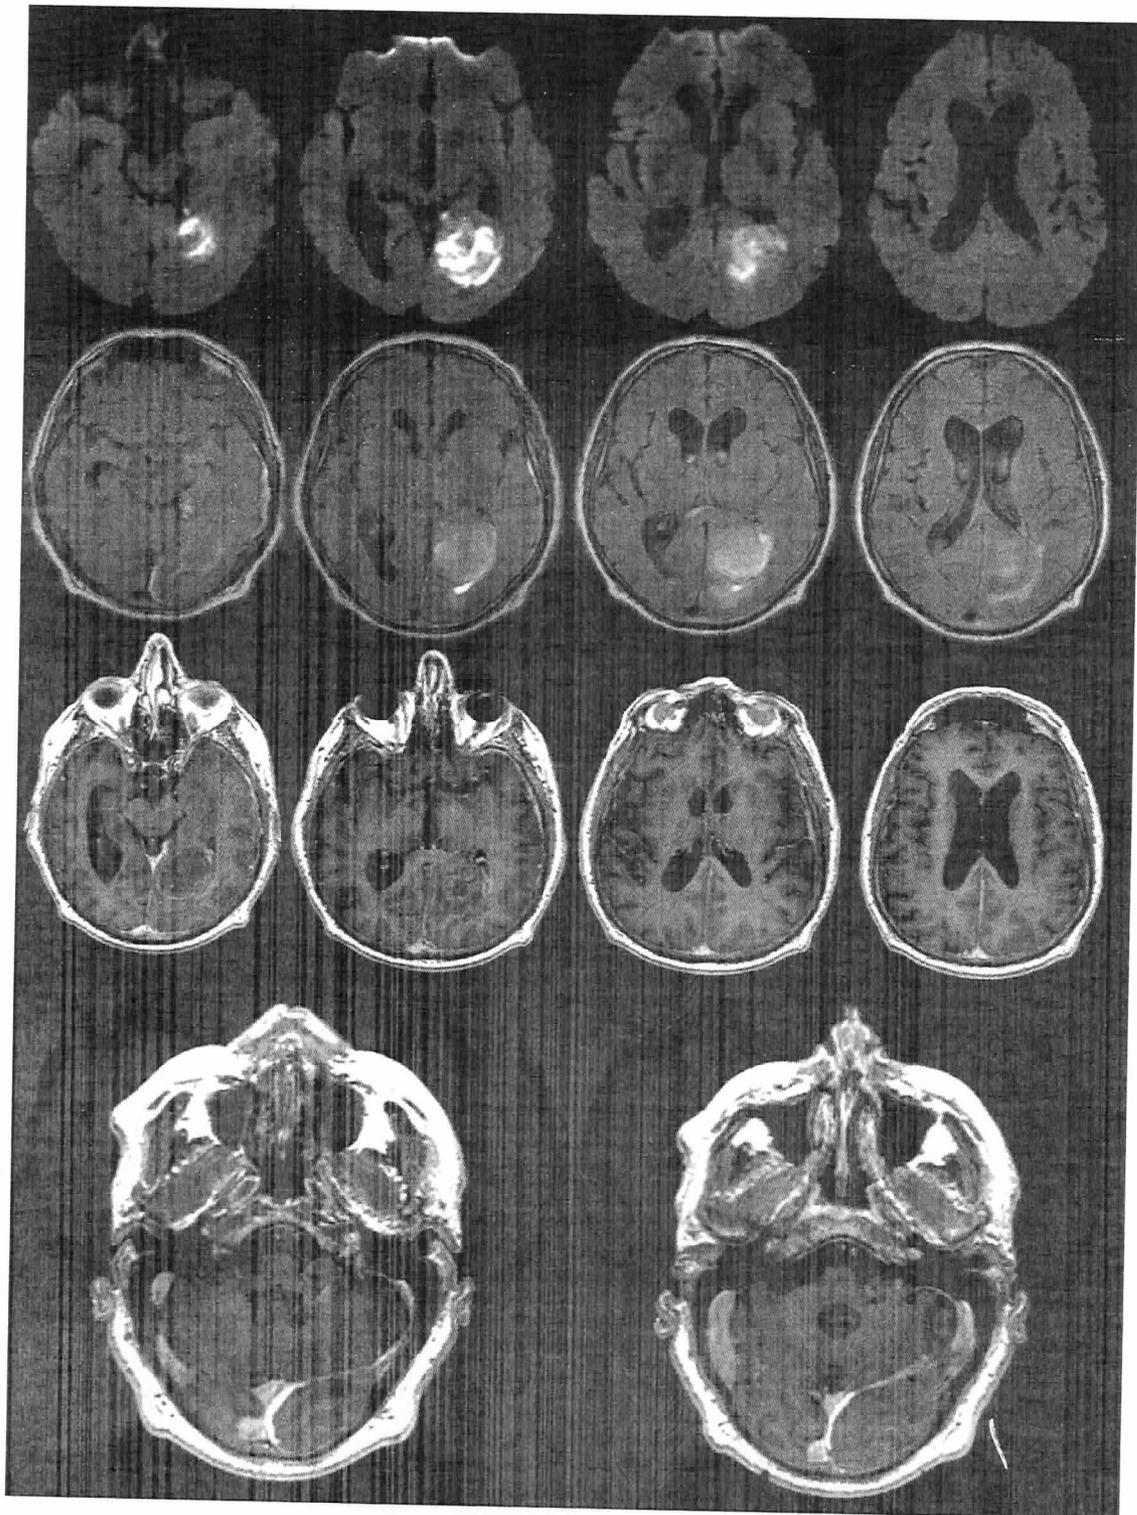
Resonancia de cerebro realizada tres meses después de comenzados los síntomas. Se observan dos lesiones ocupantes de espacio en topografías occipital y ponto-cerebelosa izquierda, hiperintensas en Difusión, Flair y T2, con realce heterógeno luego de administración de gadolinio.
